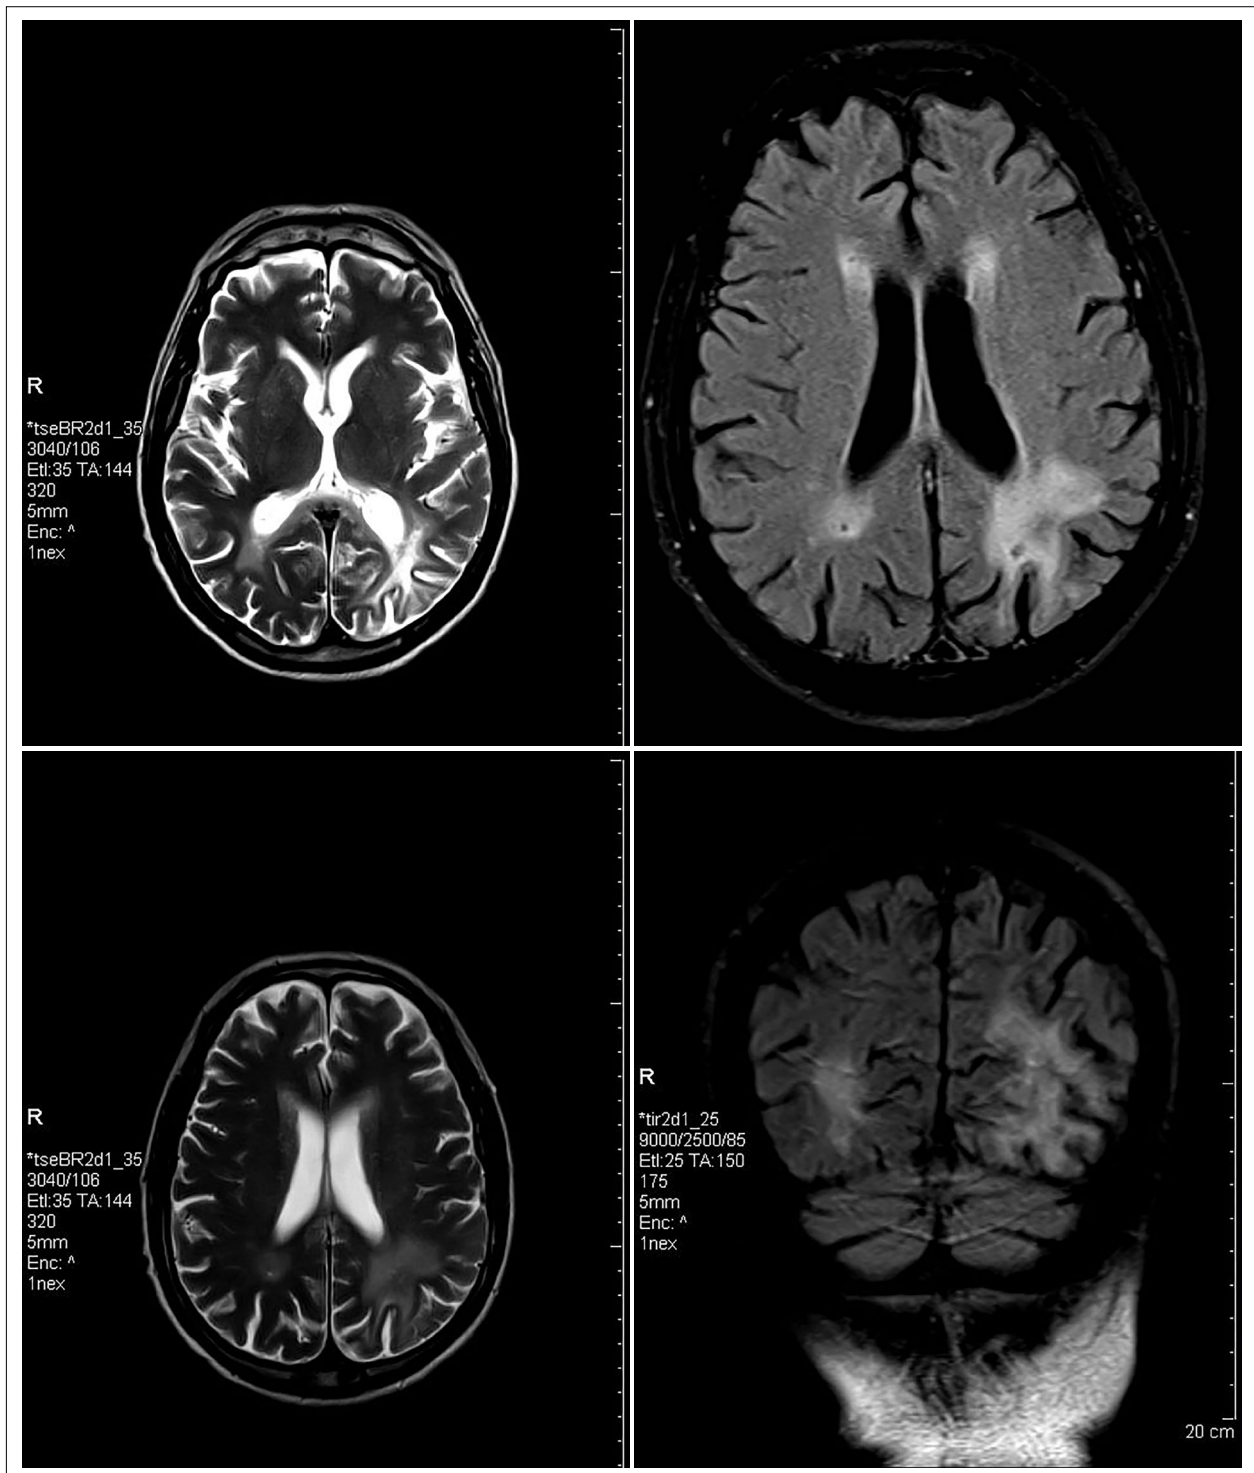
Brain MRI, T2 and FLAIR sequences. Hyperintense T2 and FLAIR lesions are observed in the periventricular and subcortical white matter of both cerebral hemispheres. A “bar sign” is noted in the left occipital region.
